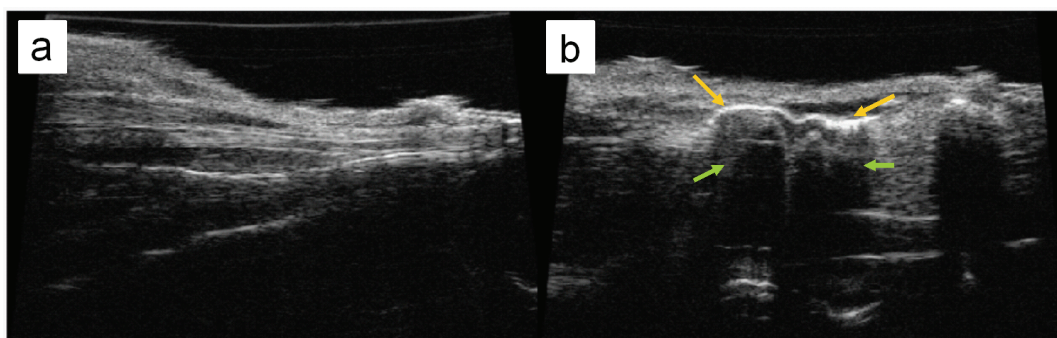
Microbubble localization by ultrasound.
